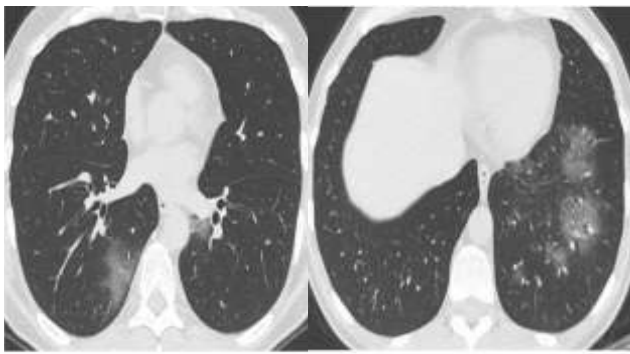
TDM à l'admission
